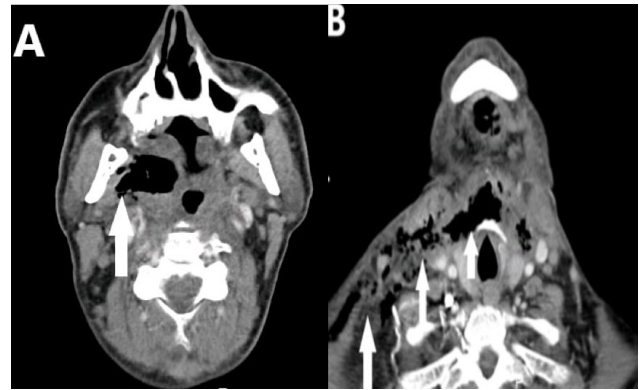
A. Axial contrast-enhanced CT image reveals air collection (arrow) medial to the right condyle of the mandible. B. Axial contrast enhanced CT image demonstrates spread of air to the inferior neck area and right supraclavicular region (arrows).
